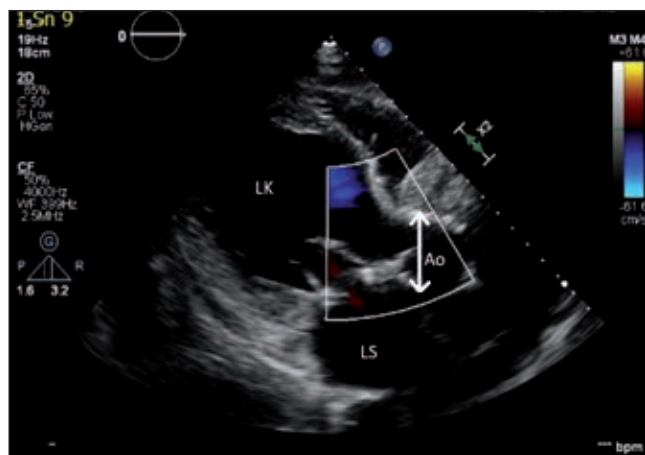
Transtorakální echokardiografie, parasternální projekce – aortální regurgitace, aneurysma ascendentní aorty, dilatace levé komory, dilatace levé síně (Ao – ascendentní aorta, LK – levá komora, LS – levá síň)
